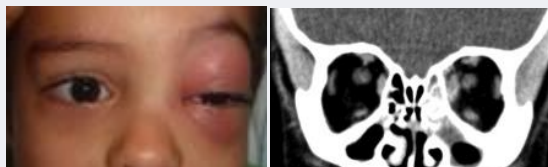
Paciente com edema palpebral sem alteração de motilidade. Tomografia coronal mostra sinusite maxiloetmoidal e borramento do reto medial da órbita esquerda.
